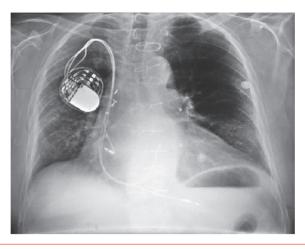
Radiographie de thorax de face : cardiomégalie aux dépens du ventricule gauche, fils de sternotomie, clips de pontage, stimulateur multisite implanté en loge pectorale droite.
